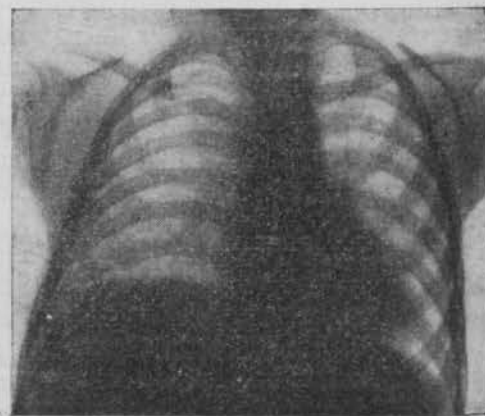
Radiografía simple de enfermita de tosferina. Marcado refuerzo hilar.
